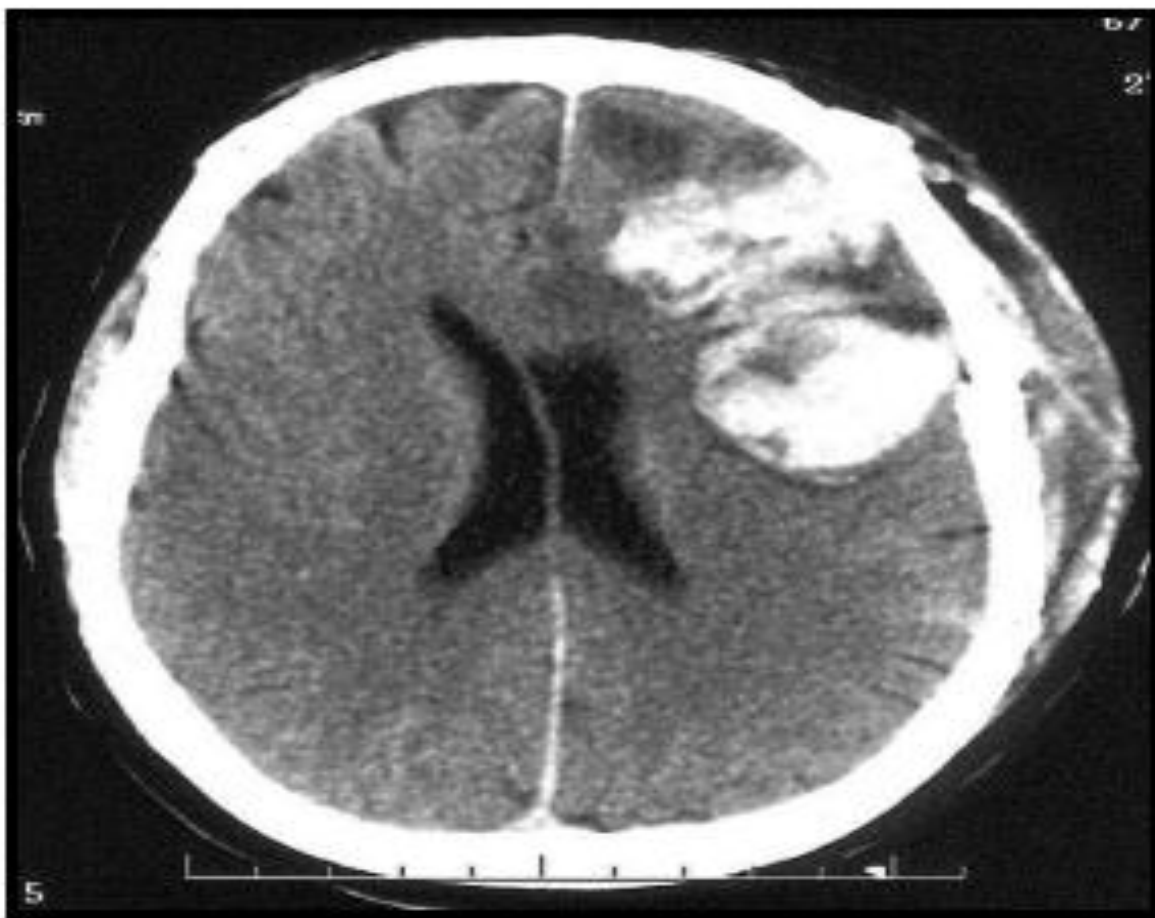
TDM cérébrale postopératoire en coupe axiale montrant une hyperdensité en rapport avec un hématome du foyer opératoire
